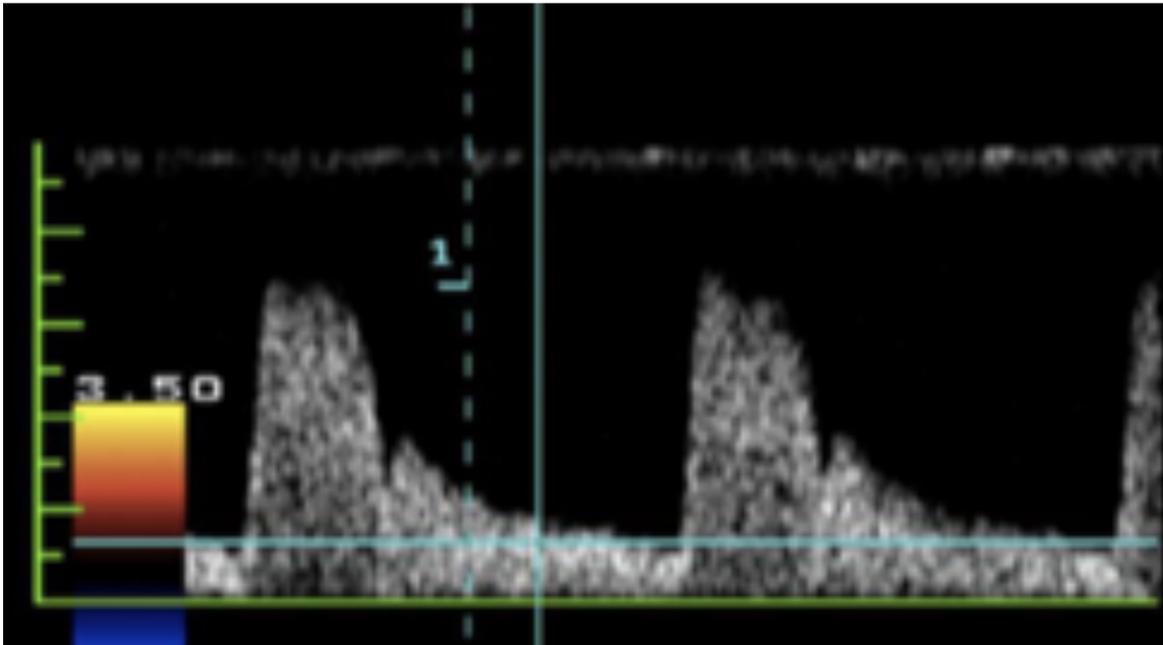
Ecografía doppler de Arteria oftálmica normal. El registro Doppler color muestra una curva típica con un pico sistólico marcado/abrupto, una depresión dícrota y velocidades diastólicas reducidas.
